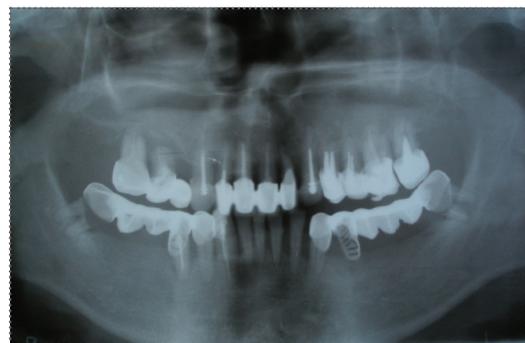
P6240229 - ортопантомограмма 6-го П., 45 лет. Генерализованный парадонтит III степени
